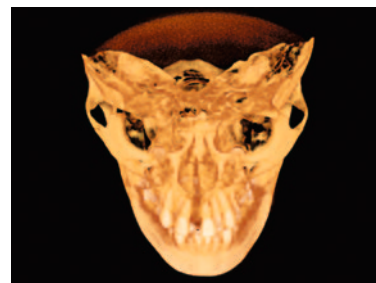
A imagem 3D de uma tomografia computadorizada de feixe cônico revela não haver nenhuma fratura ou trinca nos ossos faciais circum-maxilares de uma menina depois de sete semanas de Alt-RAMEC.
